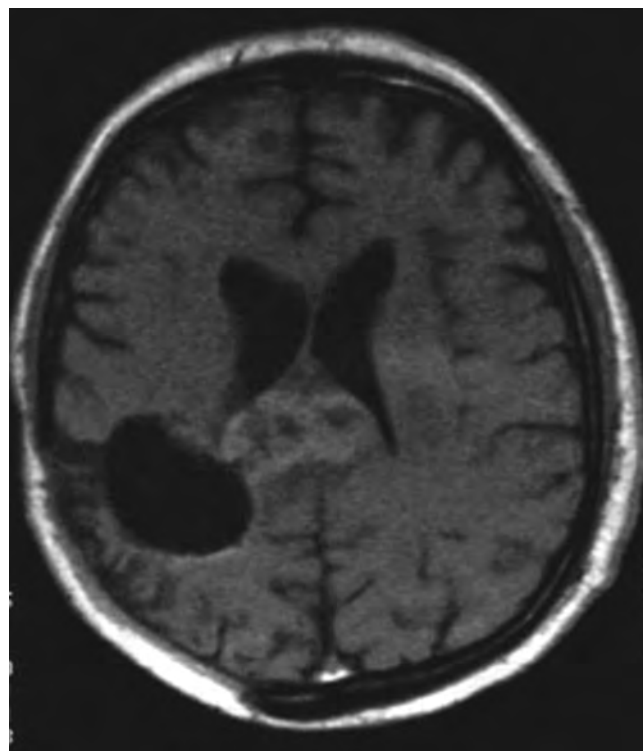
Больной А. 48 лет, Мультиформная глиобластома в височно-затылочной области справа, состояние после комплексного лечения. Краевой рецидив через 2 года наблюдения по данным МРТ
